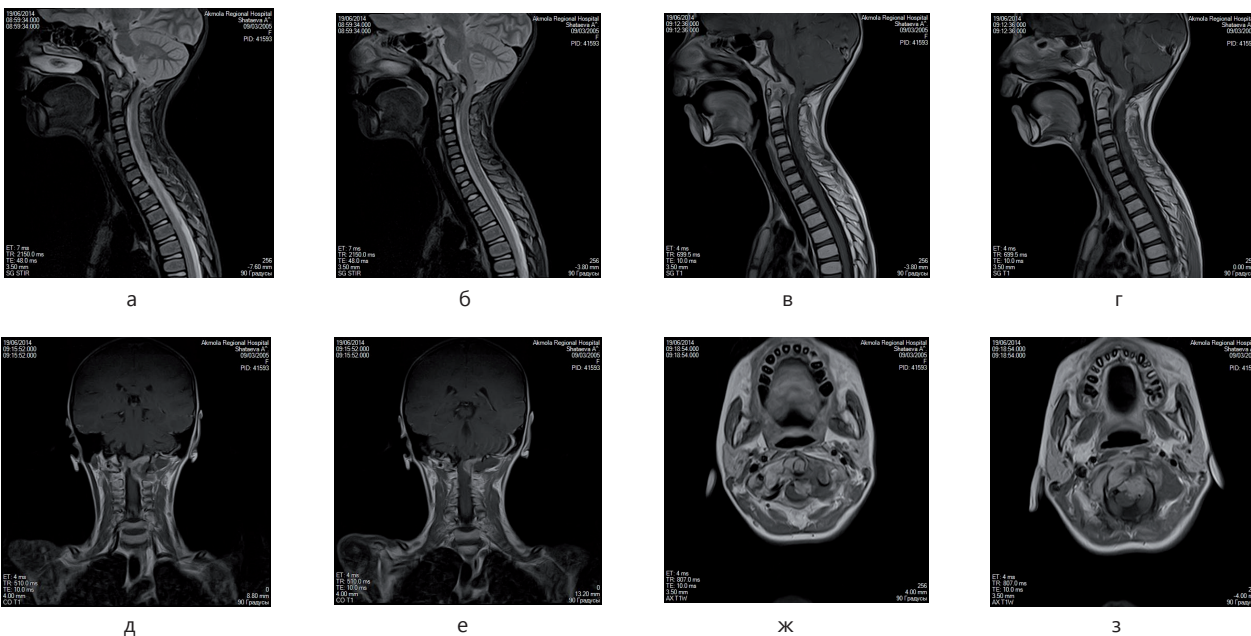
МРТ до операции
